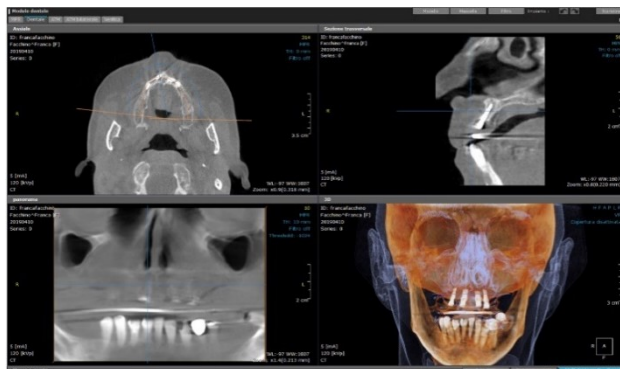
Scansione CBCT relativa all'impianto in posizione 1.3
